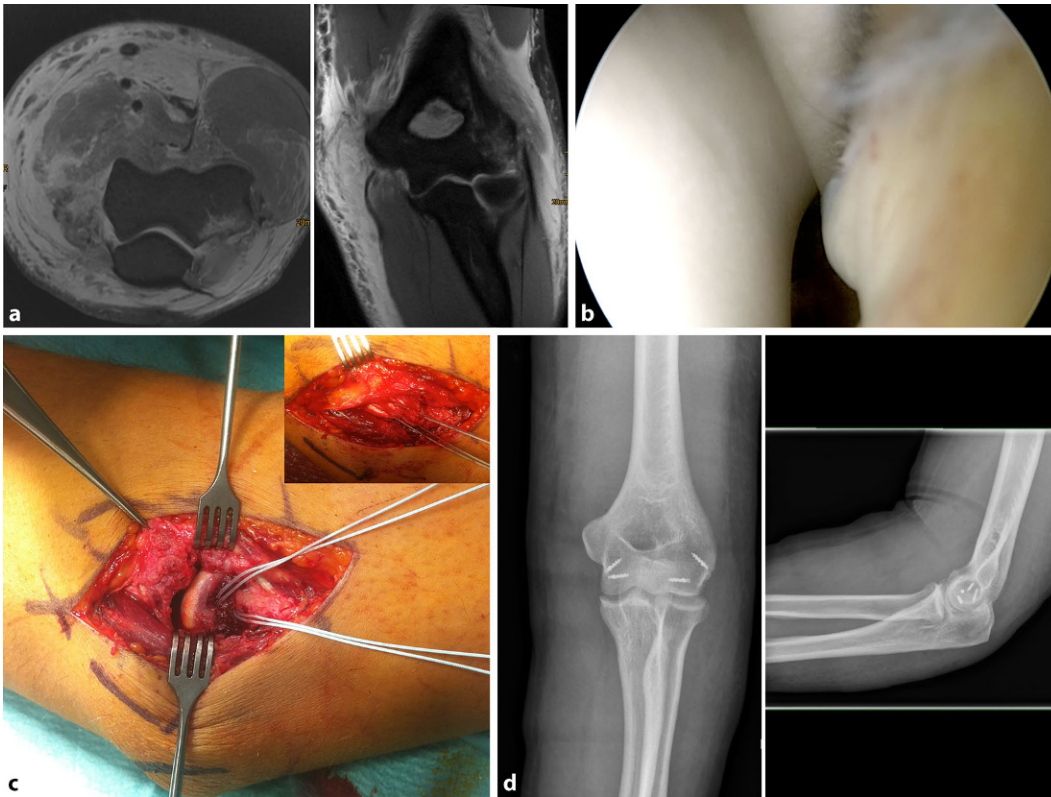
◀ Operative Bandnaht einer Ellenbogenluxation bei hochgradiger Instabilität: a Präoperatives MRT mit Darstellung der ausgedehnten Weichteilverletzung medial und lateral. b Intraoperativer Arthroskopiebefund mit ulnohumeralem Drive-through-Phänomen. c Intraoperativer Situs der lateralen Kollateralbandrefixation nach Einbringen zweier Fadenanker und nach Anschlingen des Kollateralbandkomplexes samt Extensorenursprung (*rechts oben*). d Postoperatives Röntgen des Ellenbogens in 2 Ebenen
